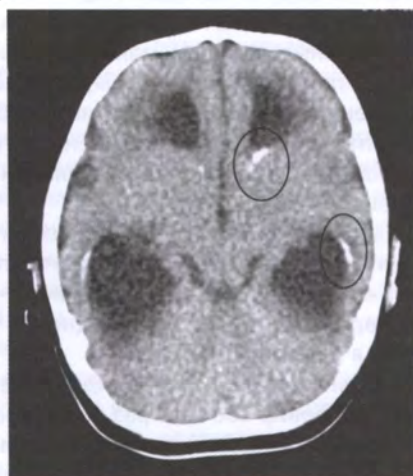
КТ. Субэпендимальная перивентрикулярная кальцификация
